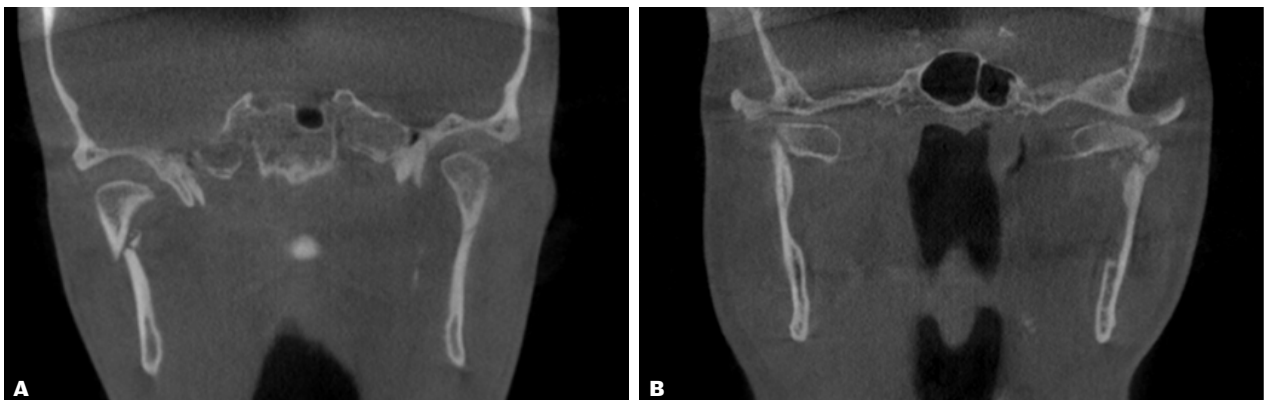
A. CT-scanning af bilateral fraktur af collum mandibulae med højresidig 45° displacering og venstresidig udisplaceret fraktur. B. CT-scanning af bilateral fraktur af collum mandibulae med 90° displacering.
